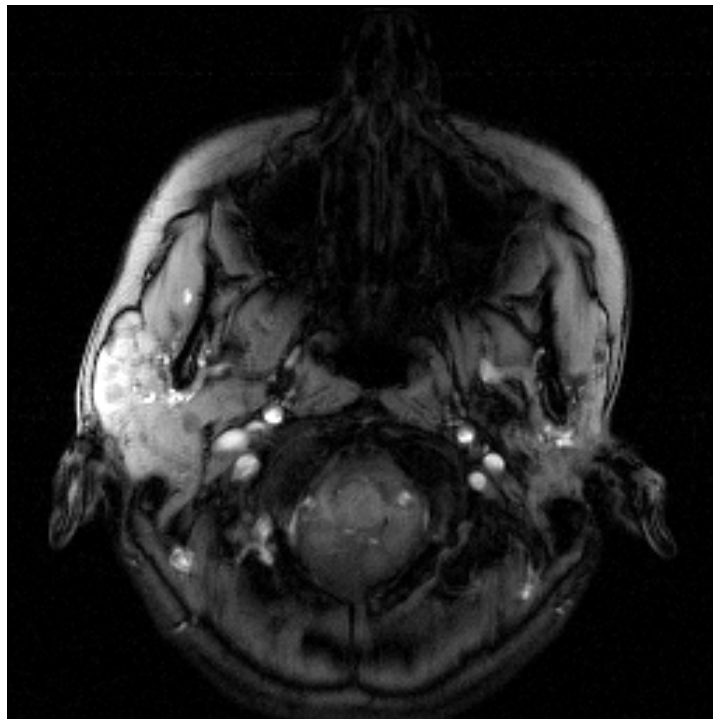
Morbus Sjögren bei einer 31-jährigen Patientin im MRT (T1-gewichtet opposed-phase)
